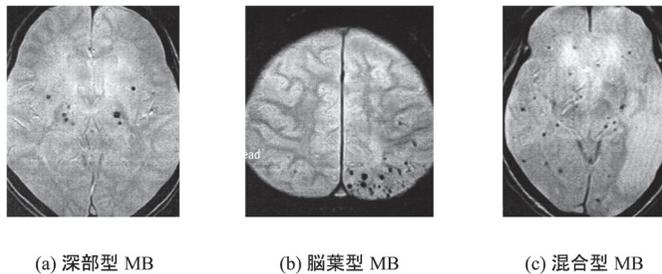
Cerebral microbleeds on cranial MRT2* image
